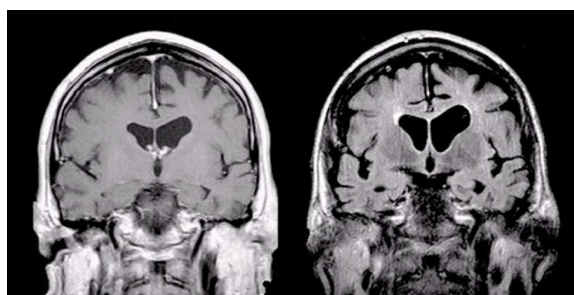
Técnica para geração de imagens digitais do corpo humano a partir da utilização de ressonância magnética para avaliação de estágios da doença de Alzheimer<sup>9</sup>.
